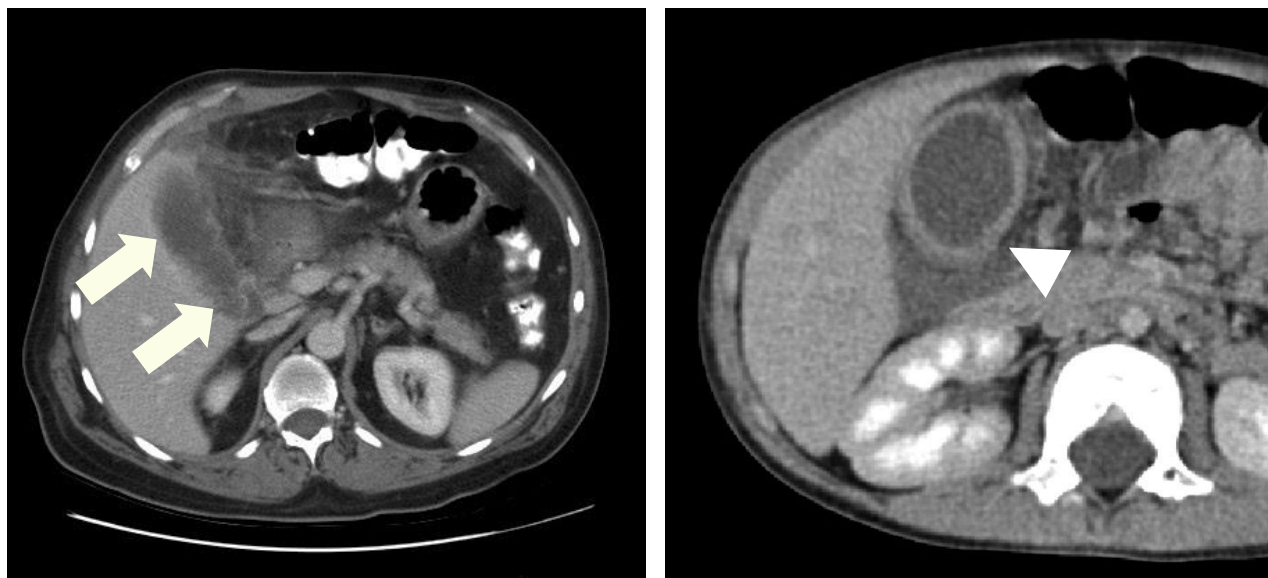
Colecistitis aguda. Tomografía computada cortes axiales a) se evidencia irregularidad y engrosamiento de la pared de la vesícula con realce intenso del contraste en (flecha) asociado a aumento de la densidad por infiltración del tejido graso perivesicular; b) otro paciente donde se observa vesícula distendida con engrosa. miento (punta de flecha) y realce parietal asociada a líquido perivesicular
